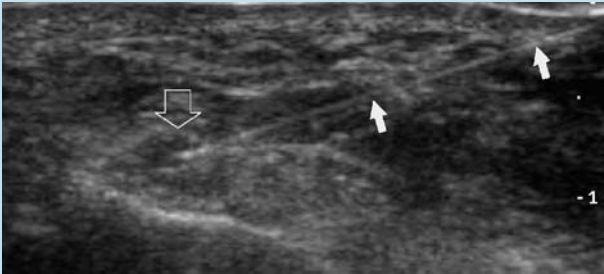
◀ Perkutane Behandlung eines Neuoms. Im Querschnitt mit 12–5 MHz erkennt man ein kleines Neurom nach Fußamputation (offener Pfeil) mit der Nadel (weiße Pfeile) in Position, vor Injektion von Kortikosteroiden. Das injizierte Material imponiert sonographisch als kleine echoreiche Punkte (nicht abgebildet)
